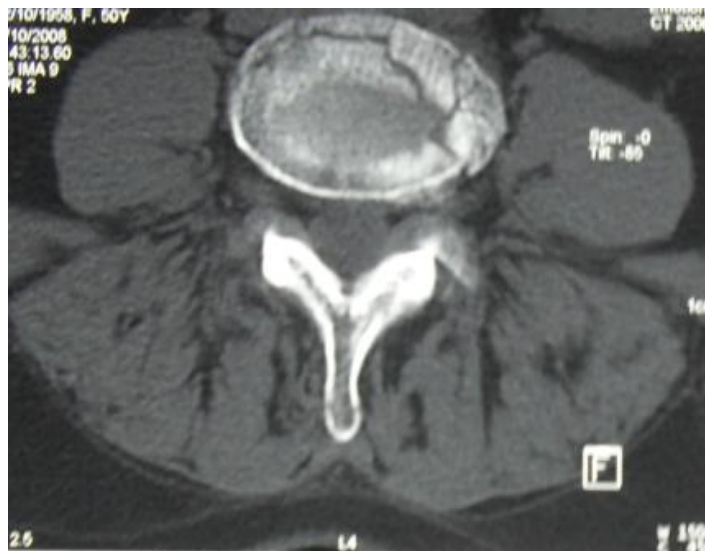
TDM en coupe axiale montrant une fracture tassement de L4
